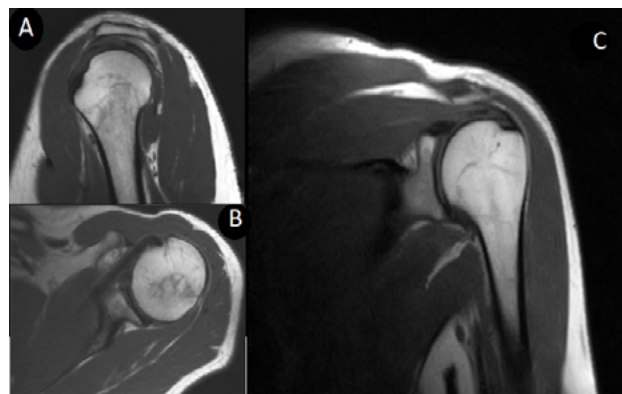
Imagen Resonancia Magnética hombro izquierdo: A) vista sagital, B) vista axial, C) vista coronal
